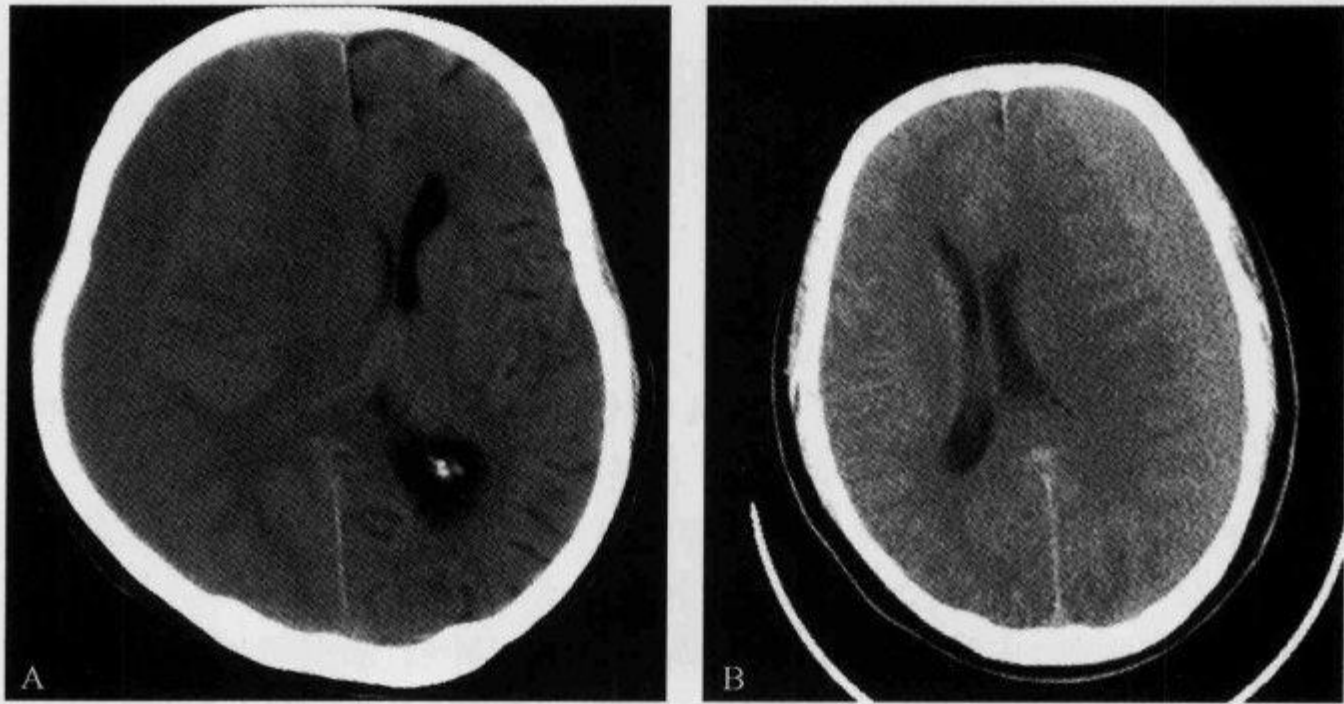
颅脑 CT 平扫示“灰白质界面内移征”
